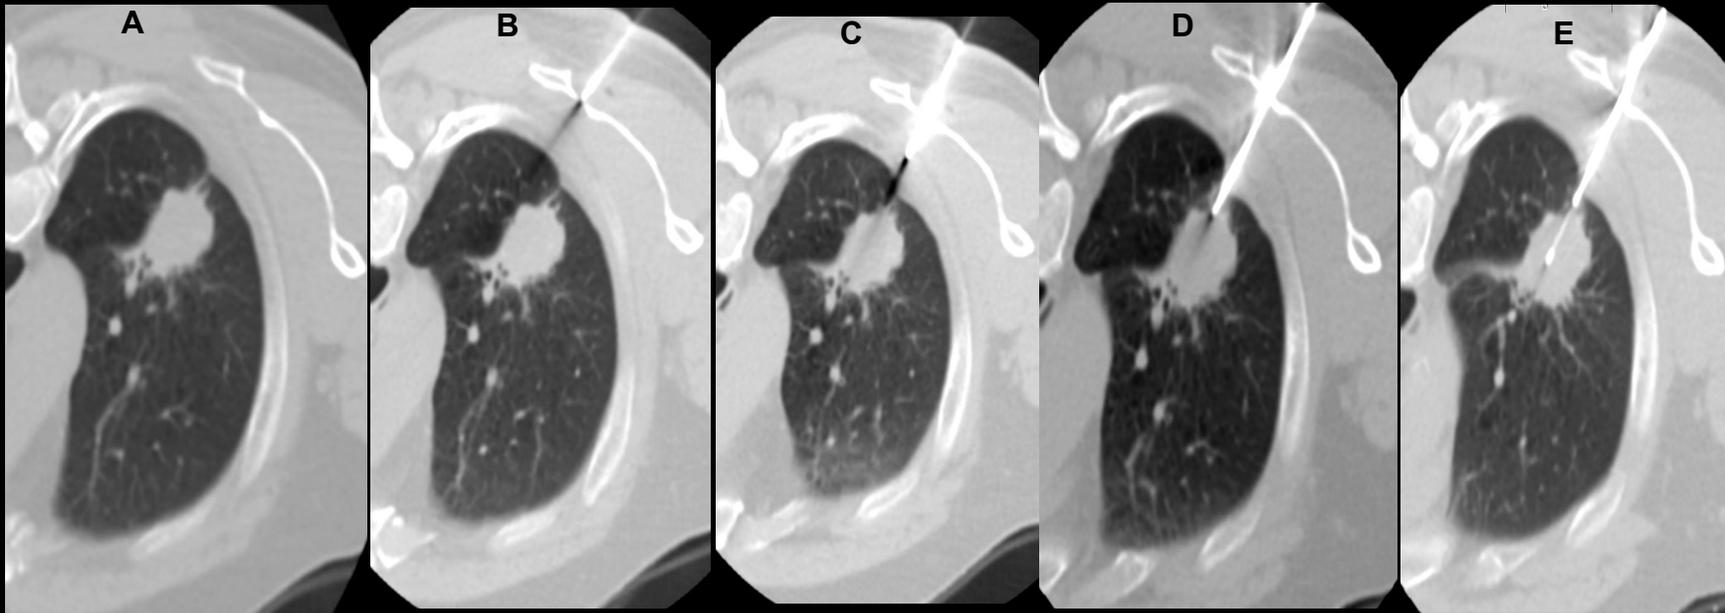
TC de tórax axial con punción de masa pulmonar de LSI con técnica coaxial en posición decúbito ventral..
